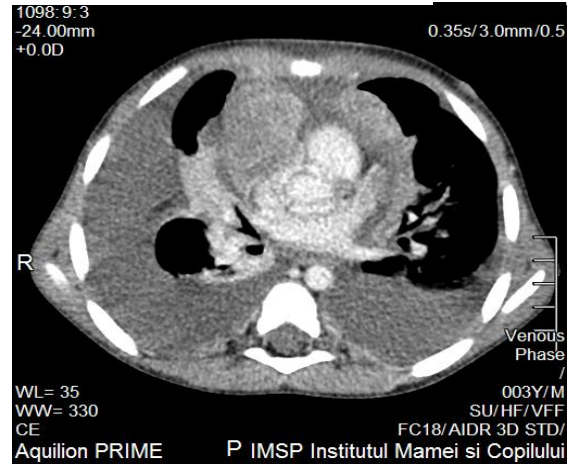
CT abdominală. Formațiune tumorală abdominală cu ascită – acumulare de lichid liber în spațiul retroperitoneal difuz, inclusiv în regiunea perihepatică, perisplenică, între ansele intestinale, pleurezie tumorală bilaterală – lichid liber în cavitatea pleurală bilateral, în cantități exagerate (D>S)
